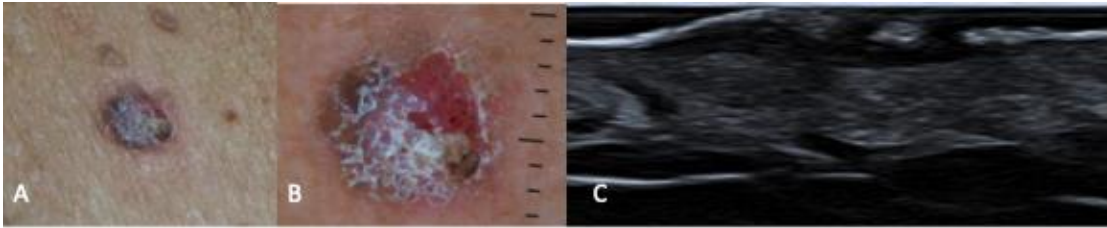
Queratose seborreica. A. imagem clínica; B. dermatoscopia e C. ultrassonografia no modo B evidenciando lesão hipocogênica em placa, bem delimitada, localizada na derme superficial e com espessamento e solução de continuidade da epiderme .
